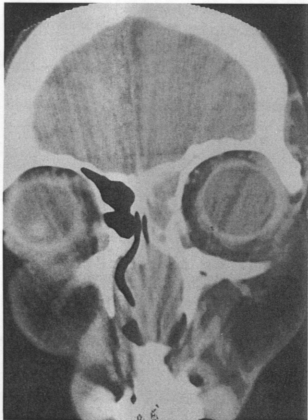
Preop. PNS CT scan shows soft tissue density filling in nearly entire left side nasal cavity and paranasal sinuses. There are no evidence of bony destruction nor bulging out appearance of the above soft density.
